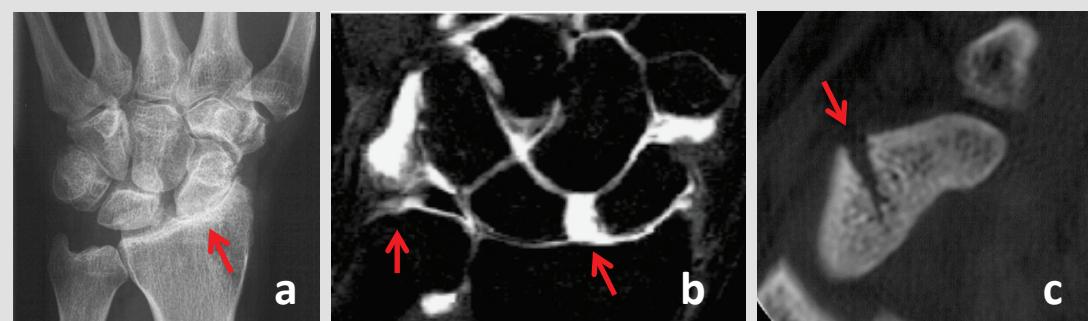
Röntgenbild (a) mit Darstellung einer Arthrose zwischen Speiche (Radius) und Kahnbein (Scaphoid). Ursache hierfür ist eine alte Zerreißung des Bandes zwischen Kahn- und Mondbein. MRT (b) des Handgelenkes mit Zerreißung des Bandes zwischen Kahnbein (Scaphoid) und Mondbein (Lunatum) sowie Verdacht auf Verletzung des Discus articularis. Computertomographie (c) des Kahnbeins (Scaphoid) mit nachgewiesener Fraktur nach Sturz auf das Handgelenk.
